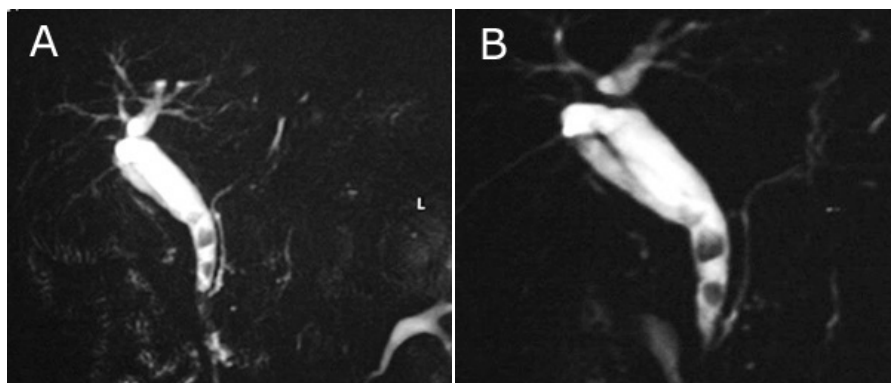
A- Colangiografía por Resonancia Magnética
